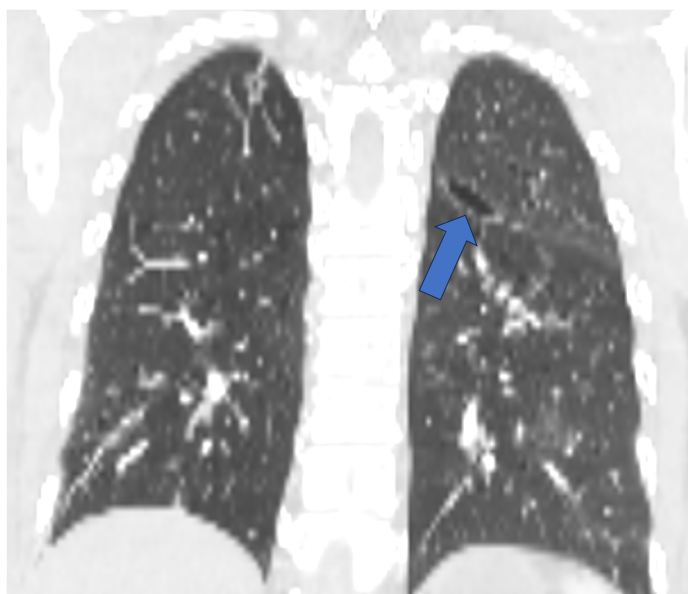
TC corte coronal. Mismo paciente que figura 7. Neumatocele (flecha).
